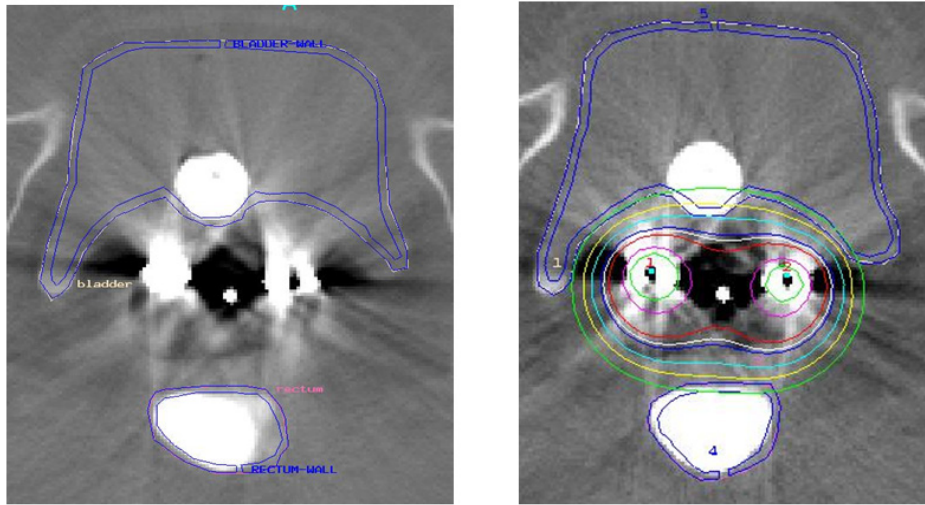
Axial slices reconstruction of planning CT scan using tandem and small ovoids.
